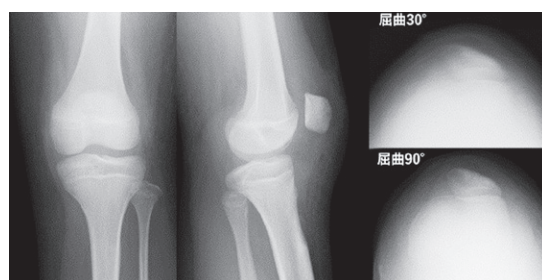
術後 単純X線画像(膝関節 正面, 側面, 軸写)
